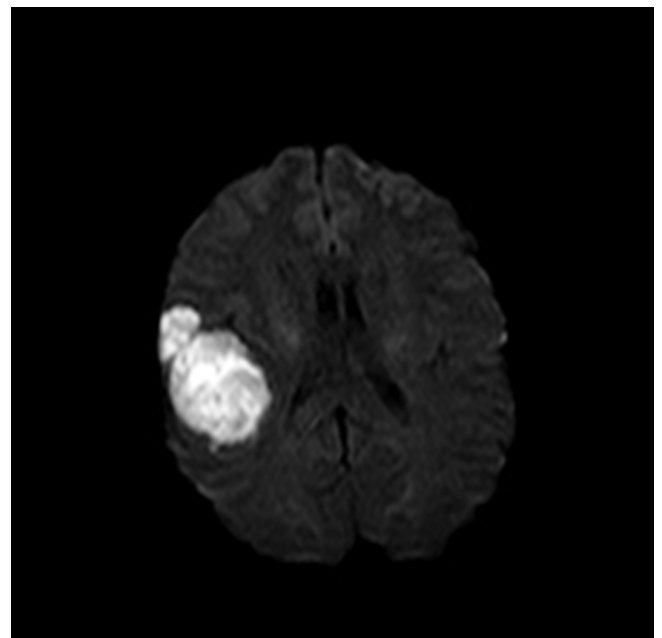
Diffusion restriction on diffusion magnetic resonance imaging
